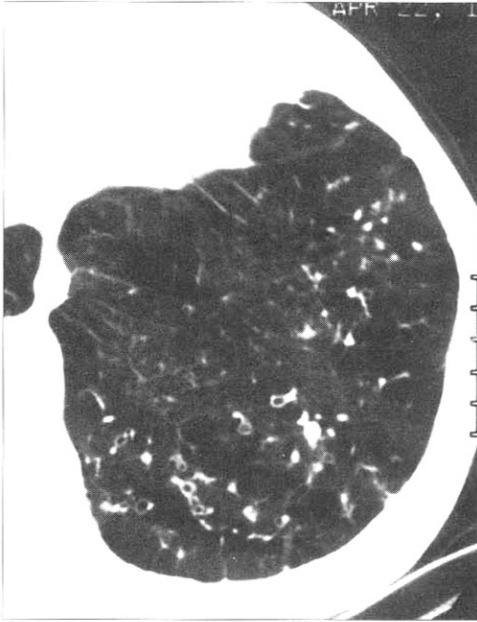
A 64-year-old woman with pulmonary tuberculosis and asthma. High-resolution CT scan at the level of the left lower lobe shows bronchiectasis, centrilobular nodules and branching linear structures.
